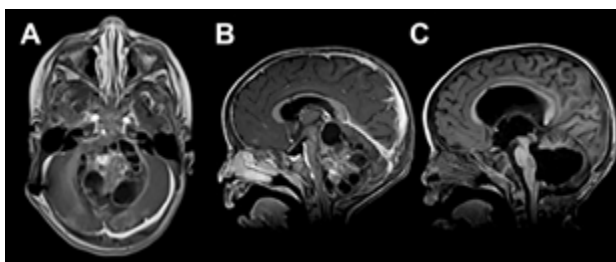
A) Paciente de 21 meses de vida, sexo masculino, que consultó por SHE y deterioro del sensorio. IRM de cerebro corte axial que evidenció lesión heterogénea en IV ventrículo y vermis con compromiso de tronco del encéfalo. B) IRM de cerebro corte sagital: ocupación de la totalidad del IV ventrículo de la enfermedad. C) IRM de cerebro post quirúrgica, se evidenció exéresis tumoral completa, diagnóstico de ATRT de fosa posterior. Paciente falleció por progresión de enfermedad a los 6 meses.
